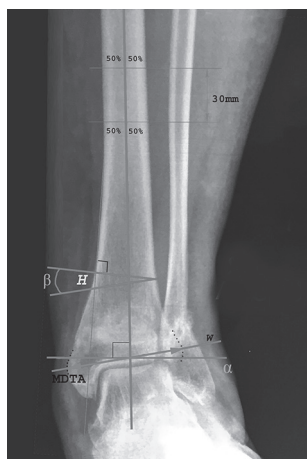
Предоперационное планирование. Переднезадняя рентгенограмма: W – ширина дистальной части большеберцовой кости; MDTA – медиальный дистальный угол большеберцовой кости; α – величина истинной вальгусной деформации; β – величина вальгусной деформации с желаемой коррекцией; H – высота удаляемого клина
